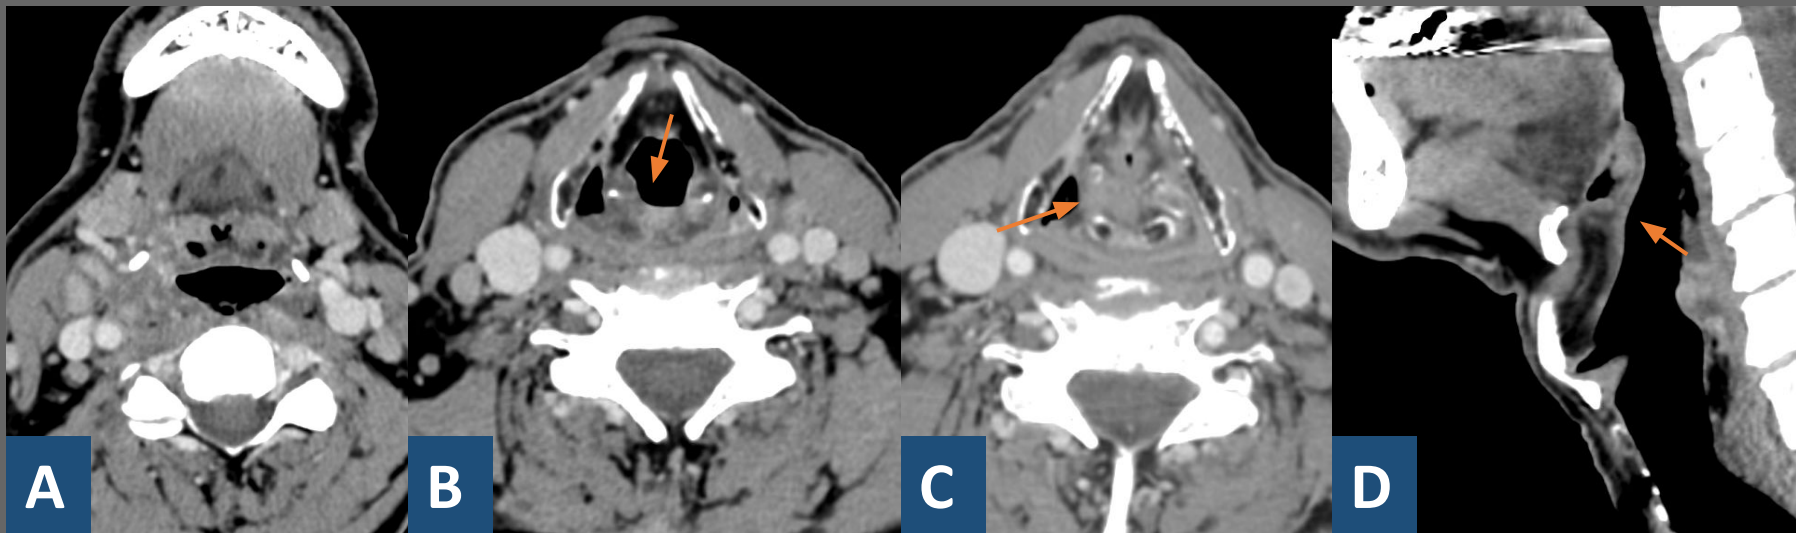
Las imágenes muestran cortes axiales (A, B, C) y sagital (D) de TC de un paciente con estridor y fiebre en las que se aprecia una edematización de pliegues ariepiglóticos, así como de la epiglotis y las cuerdas vocales (flechas).
